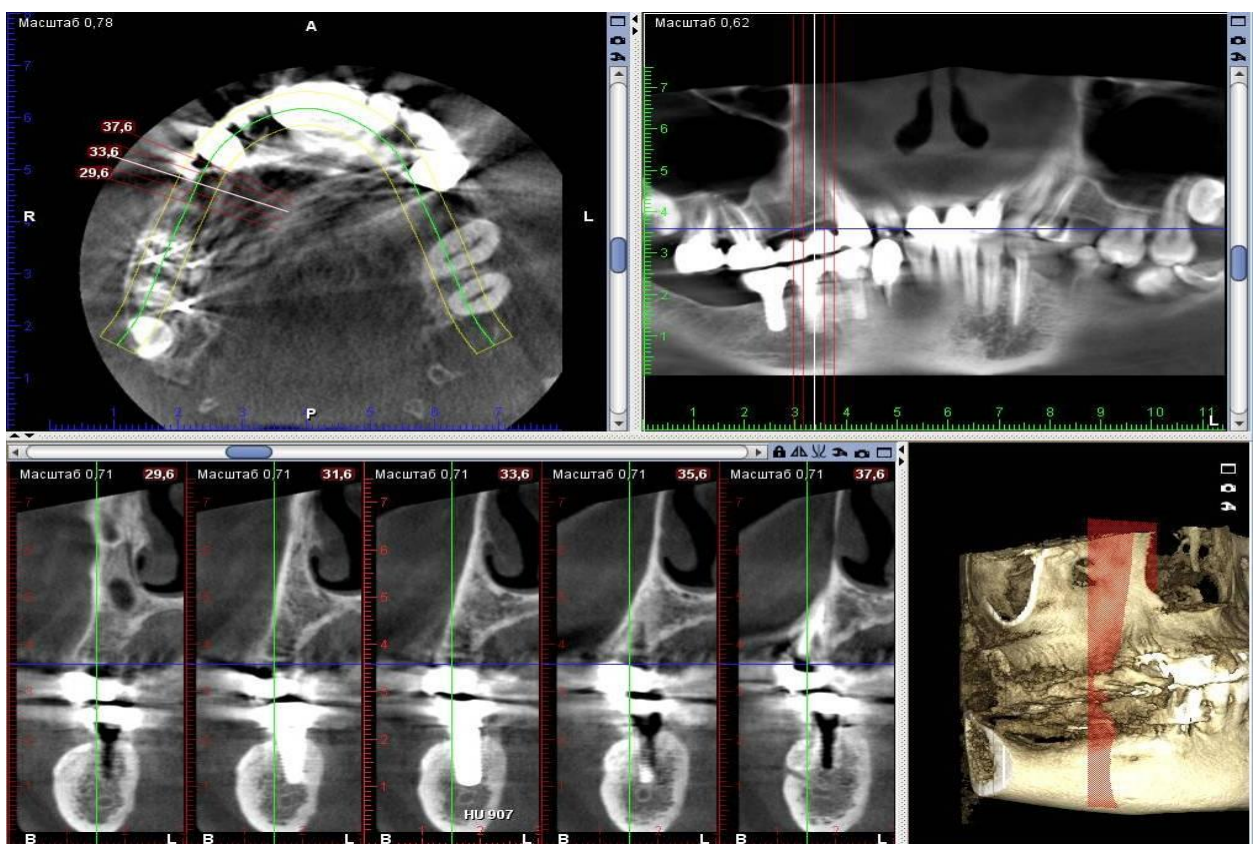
Компьютерная томограмма пациента М. через 6 месяцев после лечения
